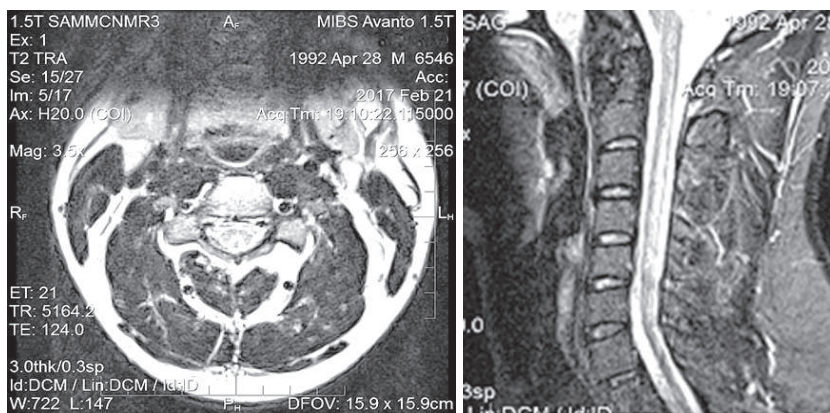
б. Аксиальный и сагиттальный срезы Т2-ВИ МРТ шейного отдела позвоночника (27.02.2017 г.)
